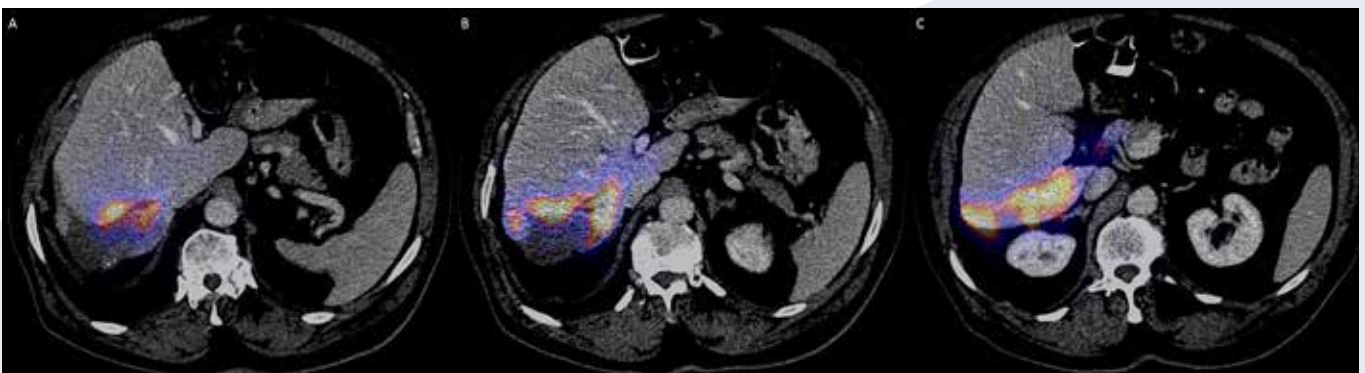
Different transversal slices of ^{90}Y post-therapy PET scan, from left to right in cranio-caudal direction through segment 7 of the liver.
